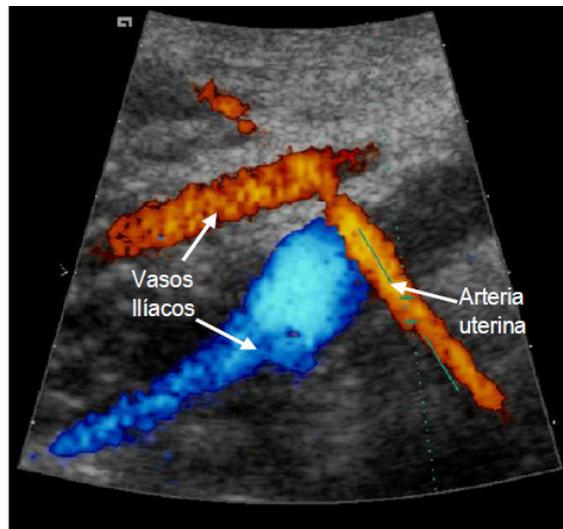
Flujometría doppler de la arteria uterina
